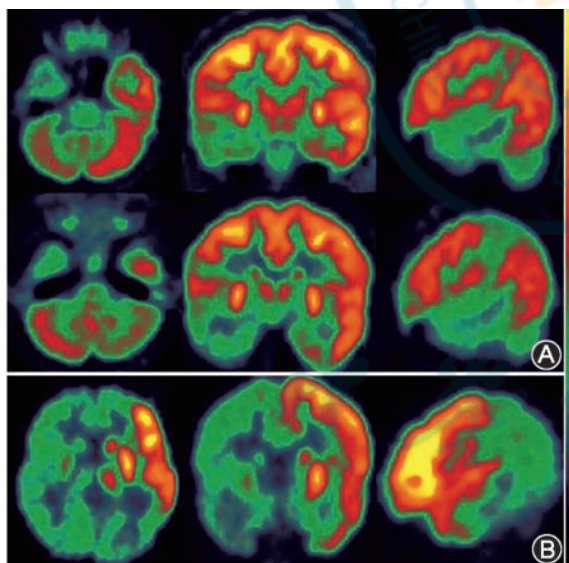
癫痫患者¹⁸F-FDG PET 显像图 A. 患者女,19 岁,临床发作形式、脑电图均提示颞叶癫痫,进行 2 次¹⁸F-FDG PET 显像。上排图像为注射¹⁸F-FDG 后 5 min 出现持续时间约 2 min 的复杂部分发作,40 min 采集的横断、冠状、矢状位图像,右侧颞叶区域呈现代谢减低;下排图像为 2 d 后发作间期状态下相应层面的¹⁸F-FDG PET 显像图,右侧颞叶呈现代谢减低。患者后行右侧前颞叶切除术,术后无发作,Engel I 级;B. 部分癫痫持续状态患儿男,3.5 岁,脑炎病史,MRI 未见明显异常,¹⁸F-FDG PET 显像时意识清晰,右上肢持续抖动,呈左额颞叶皮质及同侧基底节丘脑发作期的高代谢表现。后患儿行左侧额颞叶切除术,1 年后随访,Engel 评分 I 级,右足轻度跛行
